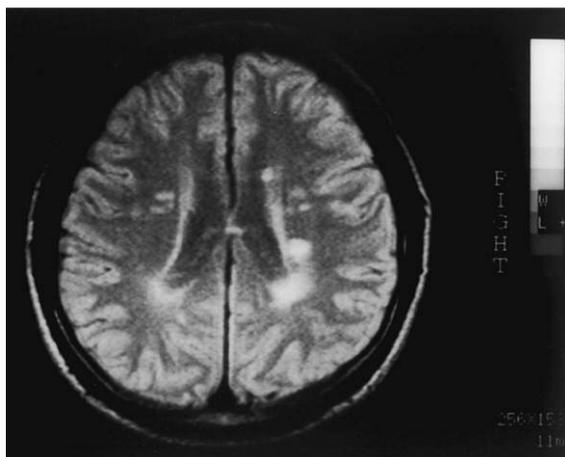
1994年1月時の頭部 magnetic resonance imaging.
